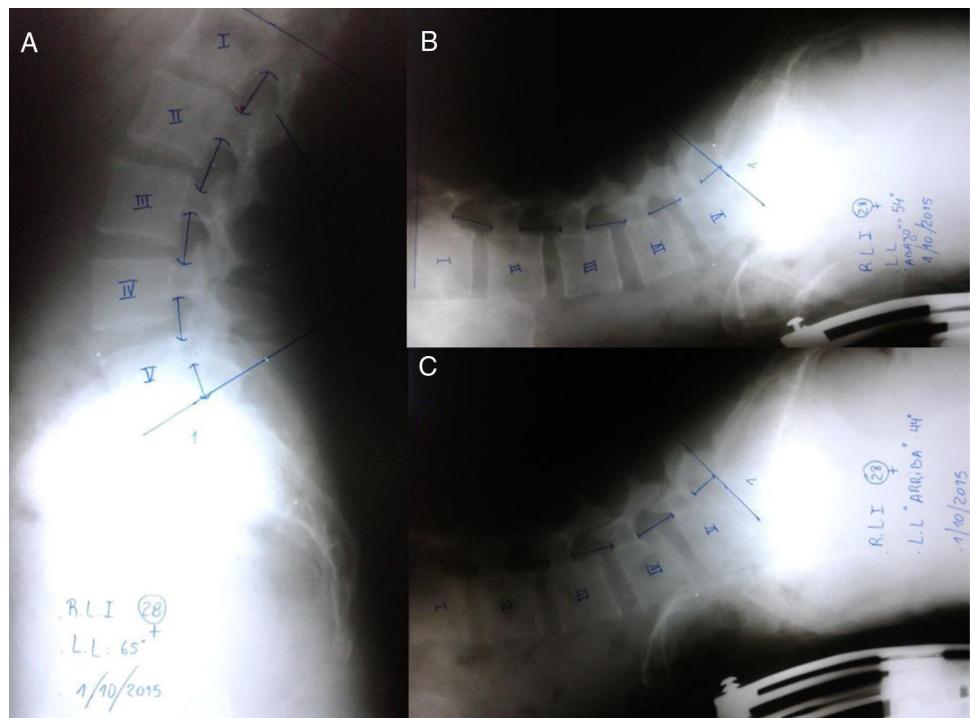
Radiografías simples de perfil y mediciones. (A) de pie; (B) en posición baja de SCE y (C) en posición alta de SCE.
